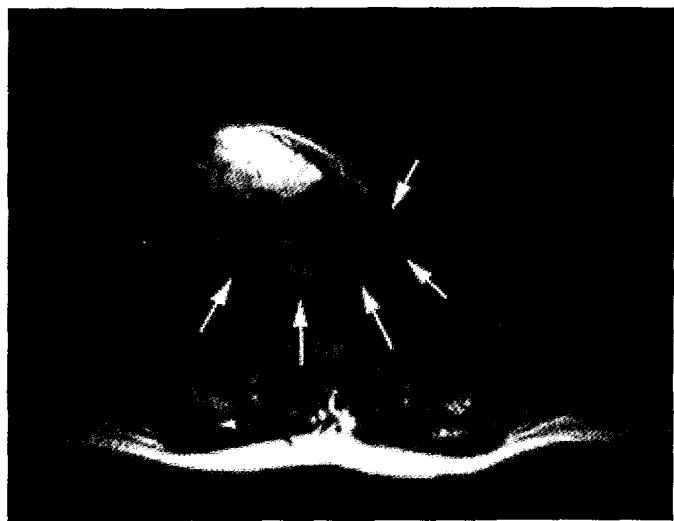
Больной М. КТ до лечения. Справа налево стрелками показаны:
